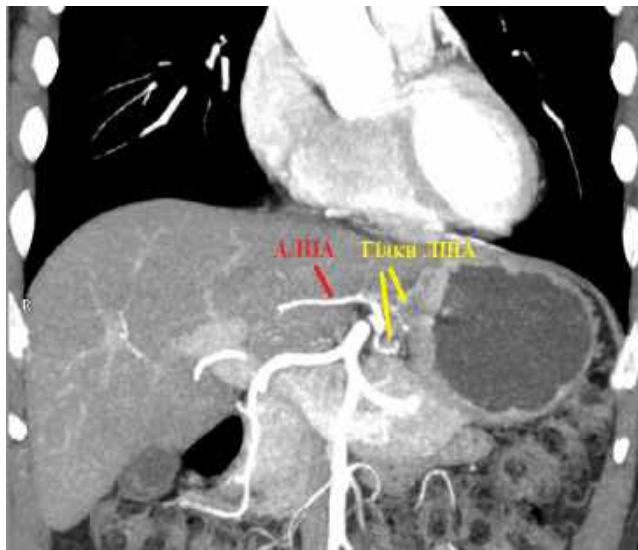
КТ-ангіографія пацієнта з II типом варіантної анатомії печінкових артерій в коронарній площині
